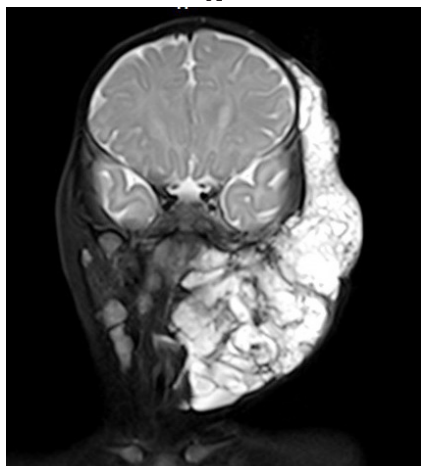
Хлопчик С., 1,5 року, гігантська кістозна ЛМ: А – фото; В – МРТ в режимі Т2, аксіальна проекція, кістозні ЛМ уражають усі м'які тканини нижньої частини обличчя; С – МРТ в режимі Т2, фронтальна проекція, двобічне ураження м'яких тканин обличчя і шиї.
